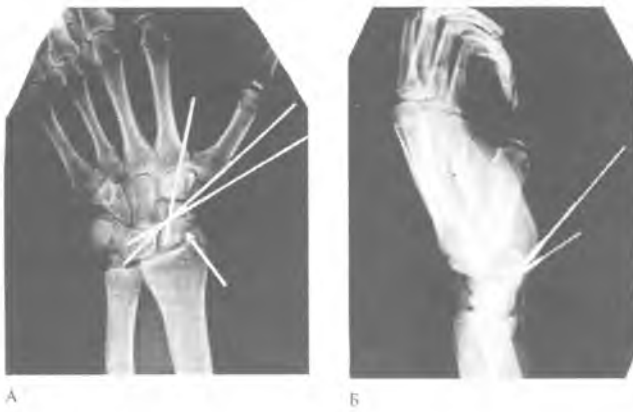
Рентгенограммы запястья пациента С. Неправильно сросшийся перелом левой ладьевидной кости АКЗ IIА. Интраоперационный результат корригирующей остеотомии, трансплантации фрагмента кости и остеосинтеза спицами: А - прямая проекция, восстановление длины ладьевидной кости (стрелка) и высоты запястья; Б - боковая проекция.
